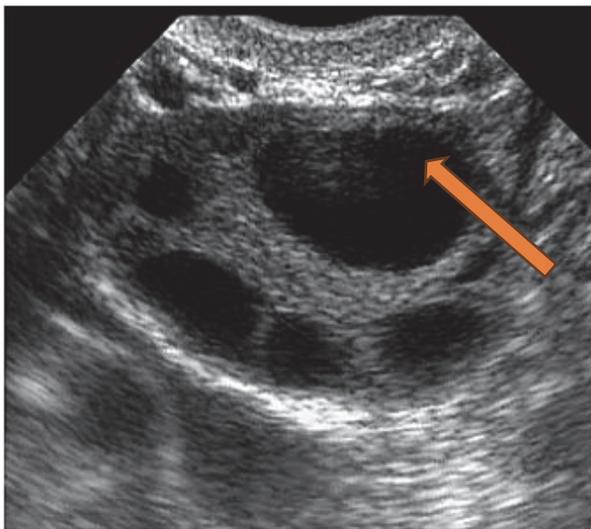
УЗИ яичника. Стрелкой указан доминантный фолликул (фото предоставлено из личного архива д-ра мед. наук, профессора Е.Г. Кобаидзе)
